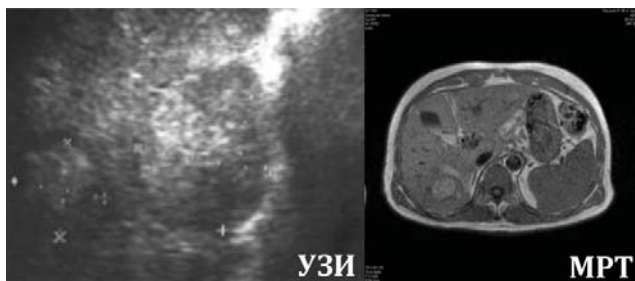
ГЦК (данные УЗИ- и МРТ-исследований) [22]
